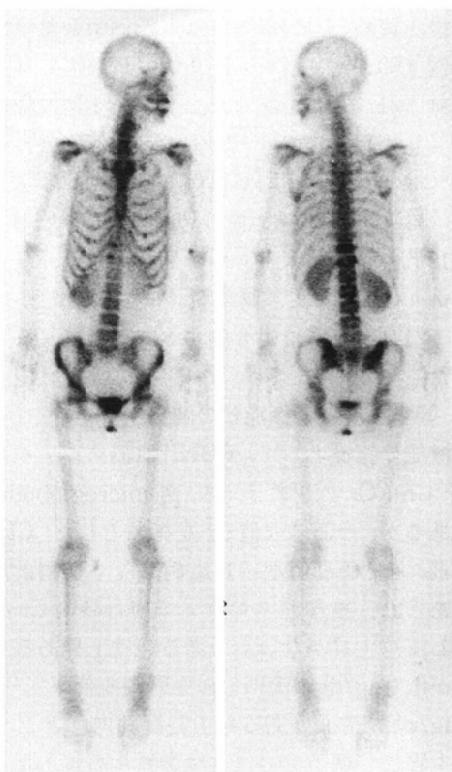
40-year-old female with lung cancer. She was treated with 120mg of CDDP. And bone scintigraphy, which performed 8 days after, shows moderately increased renal concentration, which is almost same level of radioactivity to that of lumbar spine.
